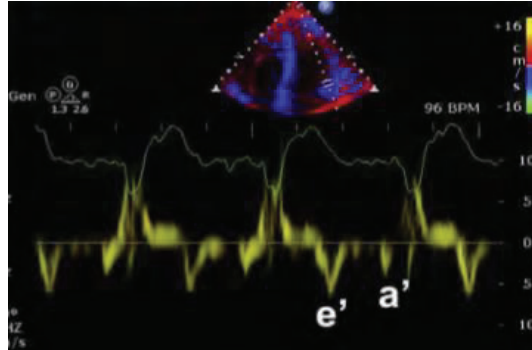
mesure de l'onde e' sur un doppler tissulaire à l'anneau mitral latéral
